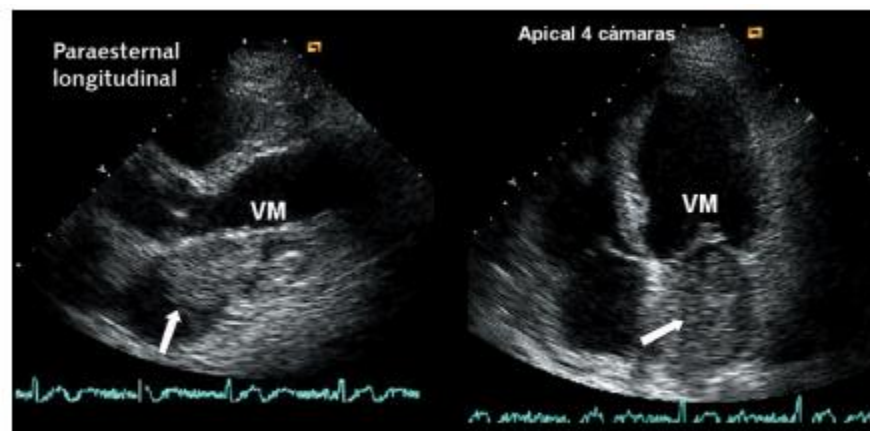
Ecocardiograma transtorácico de un mixoma de aurícula izquierda (flecha) que produce obstrucción al llenado mitral y simula una estenosis mitral. VM: válvula mitral.
